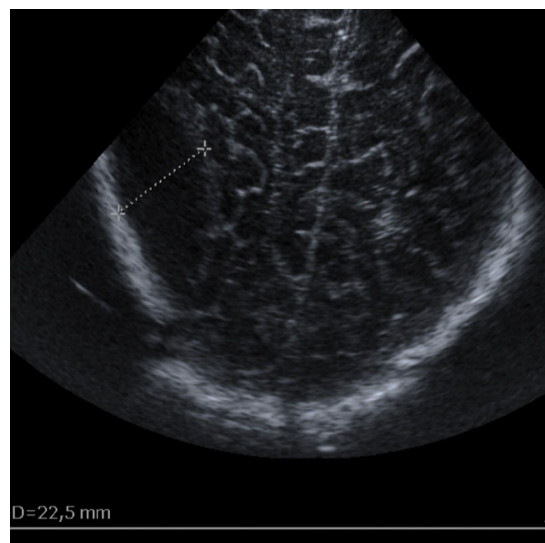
Ecografía transfontanelar preoperatoria del caso 3. Imagen biconvexa hipoecoica parietal posterior derecha de 48 × 22,5 mm, sugestiva de hematoma epidural.
